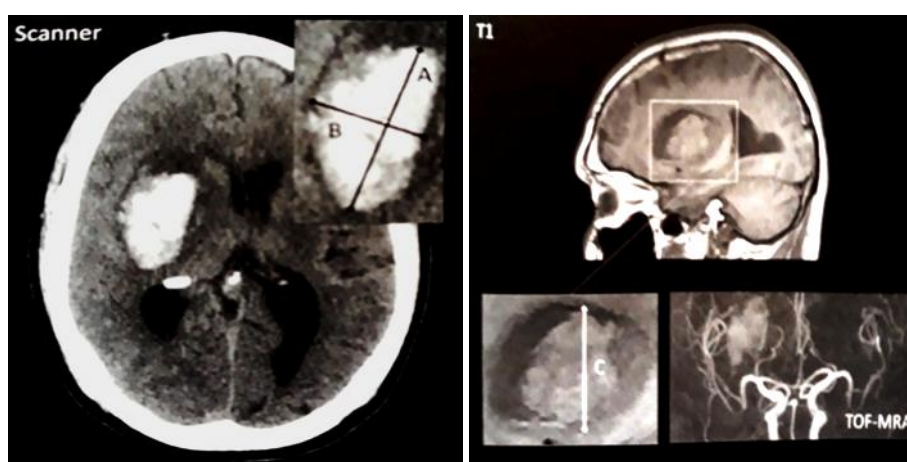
L'approximation de l'ellipsoïde $ABC/2$ pour une hémorragie cérébrale au scanner et en IRM. A et B représentent les plus grands diamètres orthogonaux en coupe axiale (ici sur le scanner) et C le diamètre dans le sens cranio-caudal, sur une coupe sagittale en IRM (en T1)* [6].
